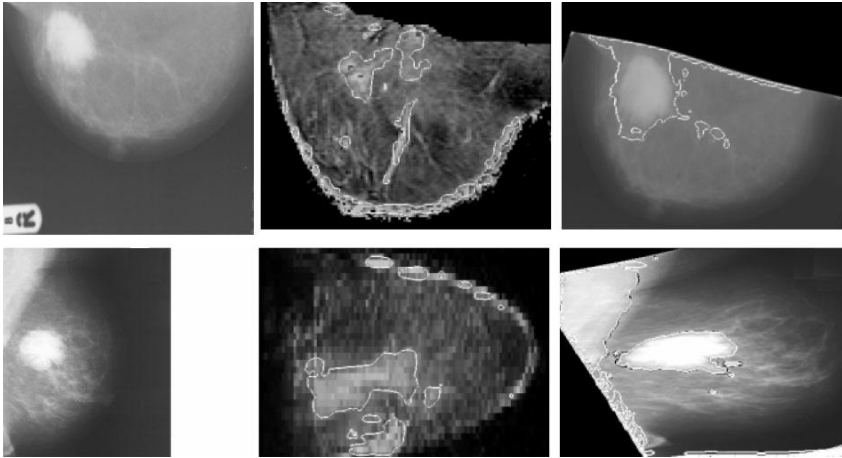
De izquierda a derecha: imagen de RX original, proyección de RM sin compresión, registro de las dos anteriores en Behrenbruch et al. [10].
